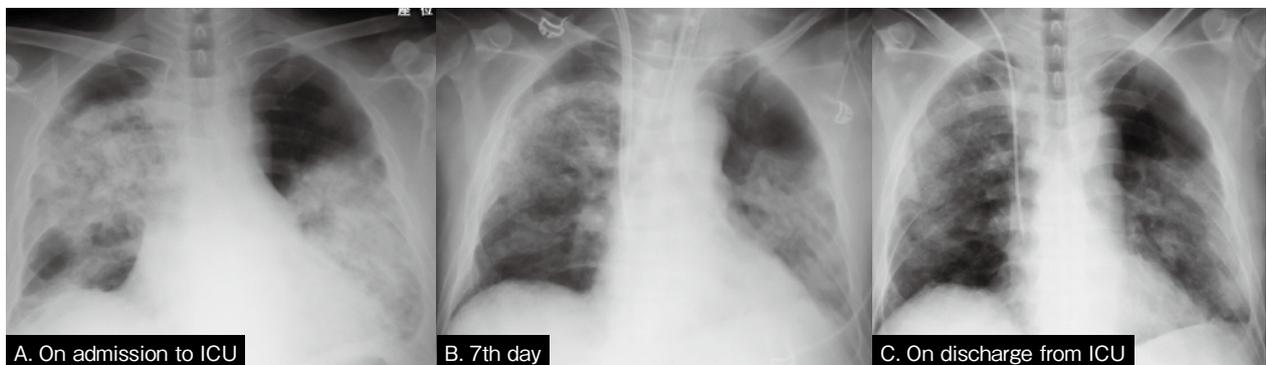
Change of Plain chest radiograph
